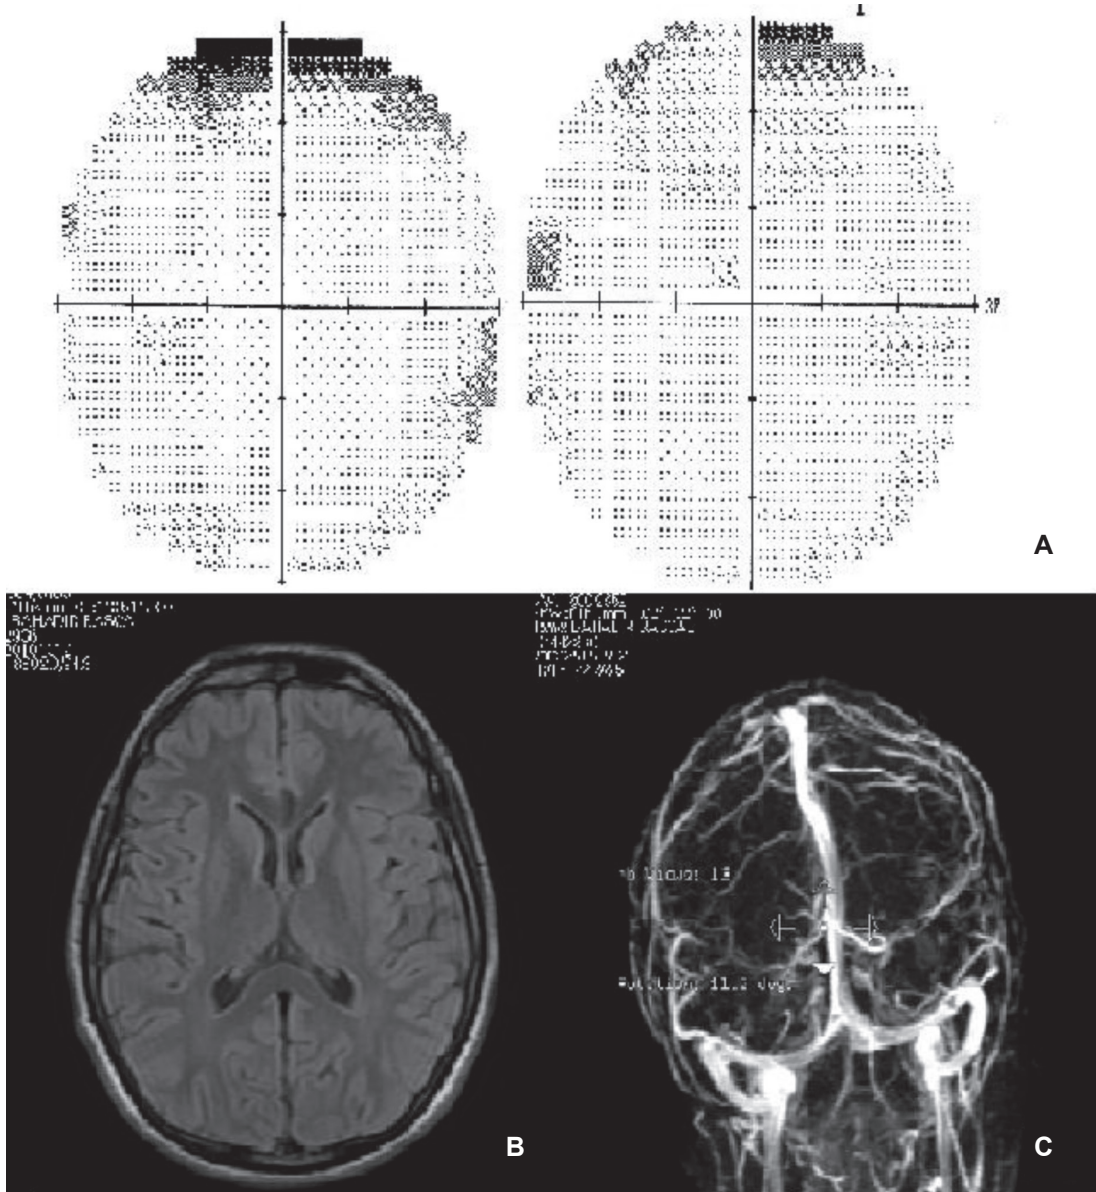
(A) Görme alanı; bilateral periferik konsantrik daralma, (B) Kraniyal MRG, T2 FLAIR görüntüler; bilateral orta frontal loblarda ensefalomalazik değişiklikler ve komşu beyaz cevherde gliotik alanlar, (C) Kraniyal MRV görüntüsü; sağda hipoplazi dışında normal venöz sistem
